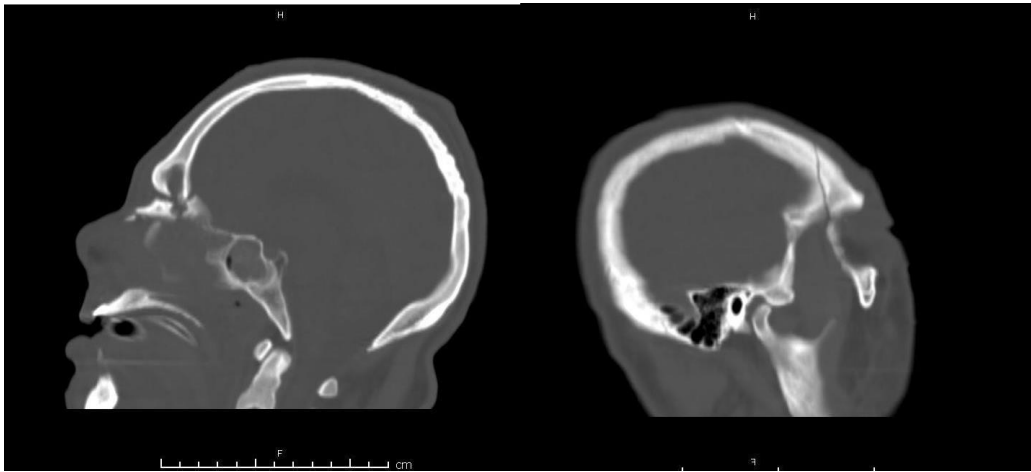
TC de face: Corte Sagital. Fonte: Hospital Regional de Cotia- São Paulo
